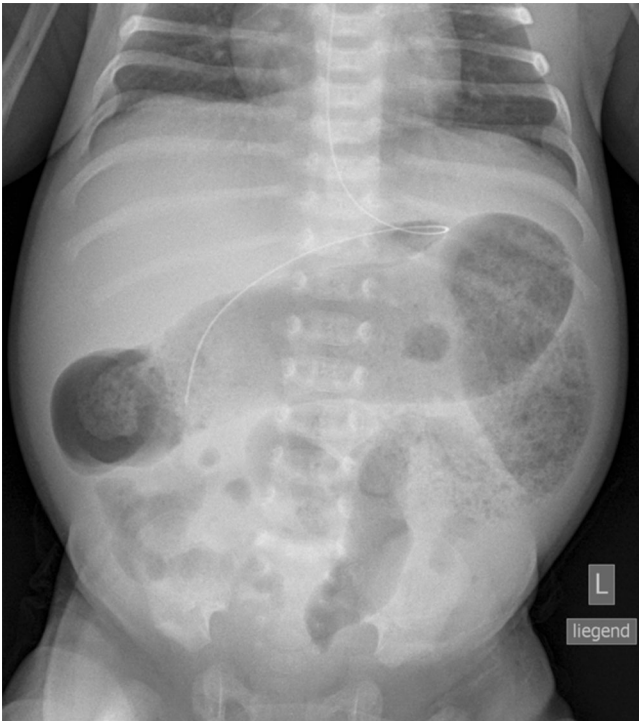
◀ Abdomenröntgenaufnahme eines Säuglings: ausladendes Abdomen und stuhlimpaktiertes Colon transversum
